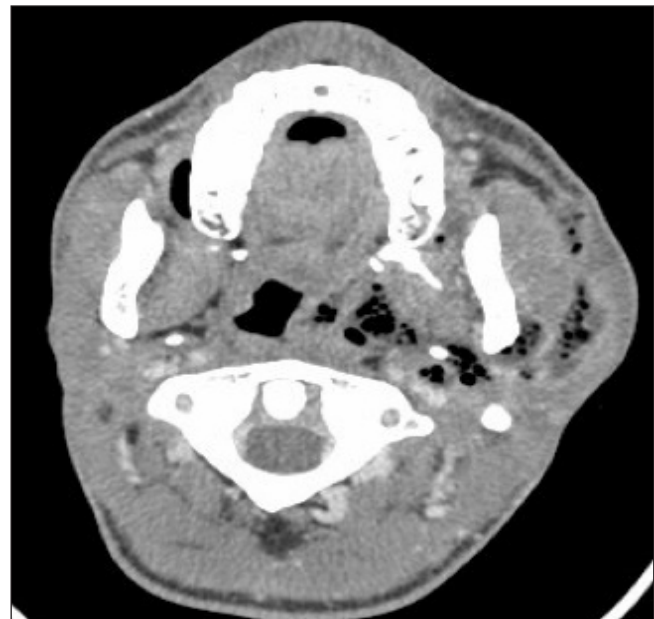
TDM passant par l'os maxillaire en coupe axiale: collection hydroaérique diffuse de l'espace parapharyngé et l'espace masticateur gauche (flèches ←)
